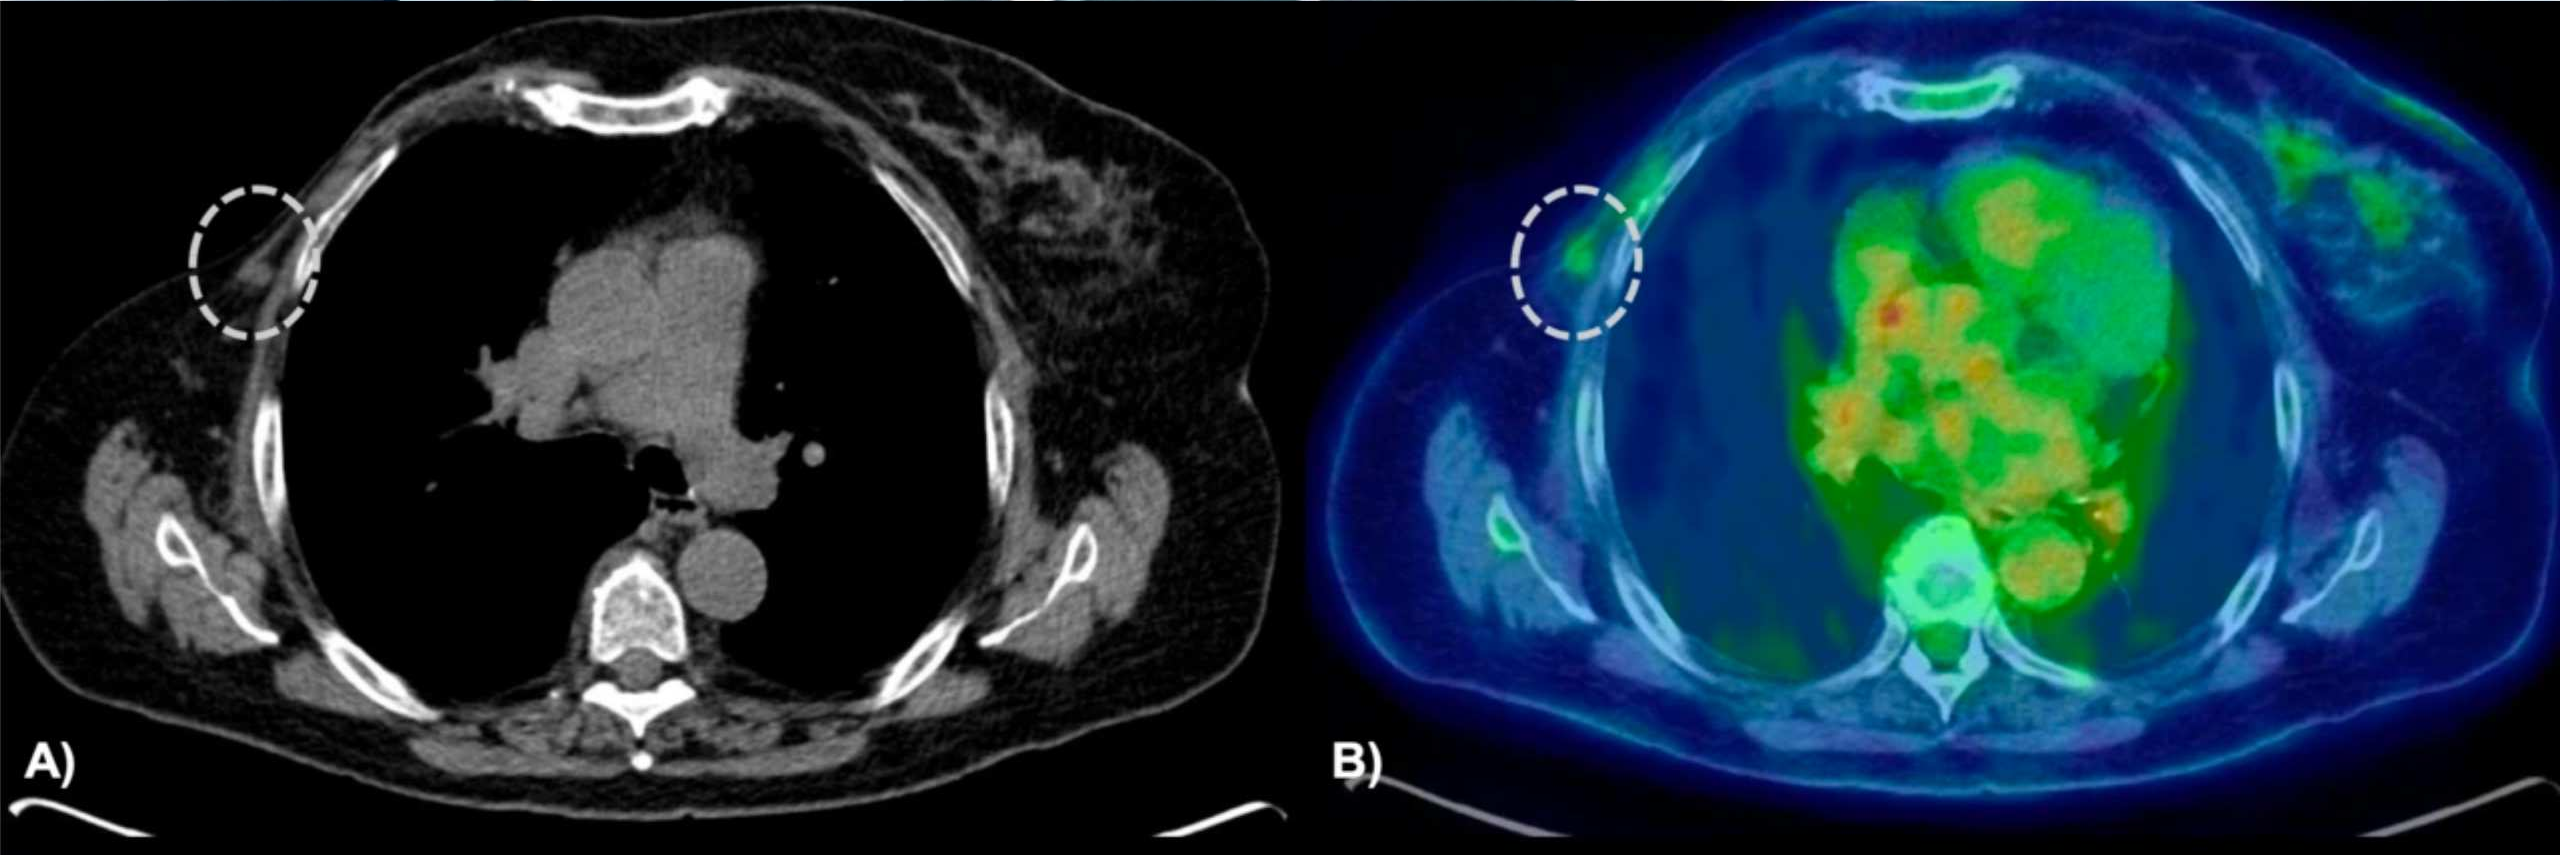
TC sin contraste que muestra una lesión nodular en el lecho de mastectomía derecha como hallazgo incidental en un PET-TC en una paciente con antecedente de cáncer de mama tratado. Imagen B: PET-TC en la que se identifica una discreta captación de FDG en la lesión nodular del lecho de mastectomía derecha.
